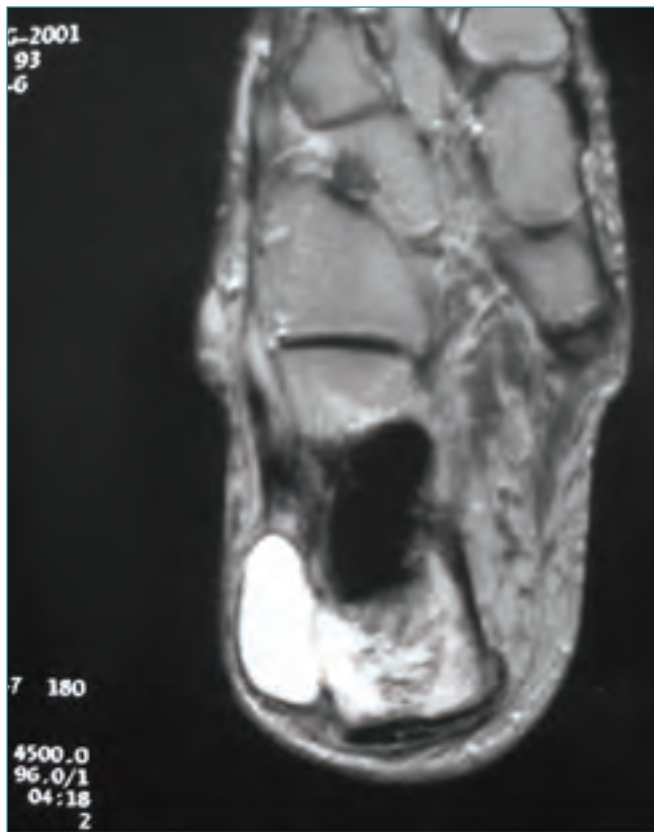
Corte axial de RM, en el eje longitudinal del calcáneo, donde se observa la rotura de la cortical externa del hueso y la extensión del tejido tumoral a las partes blandas adyacentes. La zona ausente de señal corresponde al cemento óseo.
